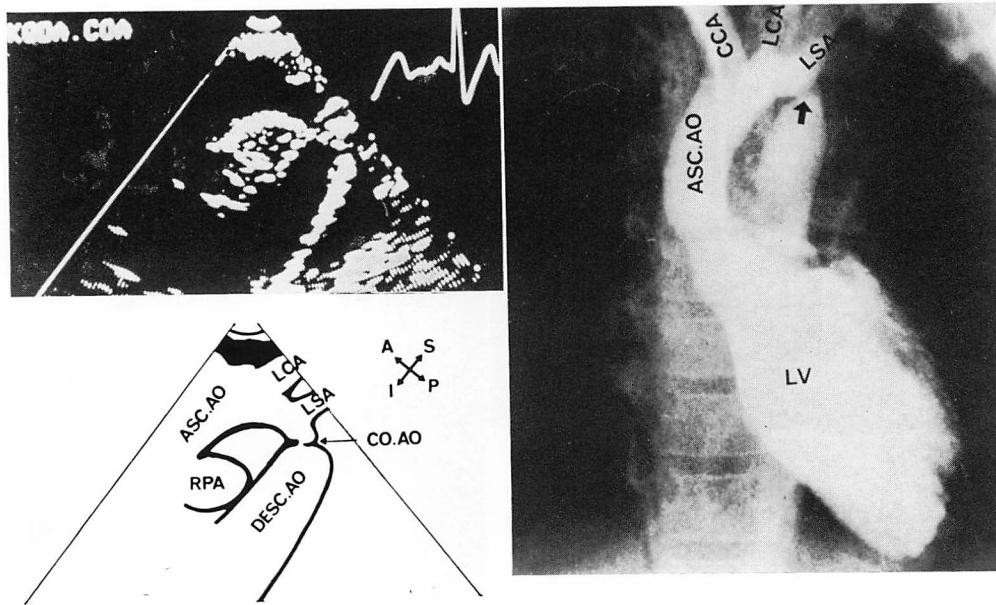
Two-dimensional echocardiogram and left ventriculogram from Case 6 (6-year-old girl).
